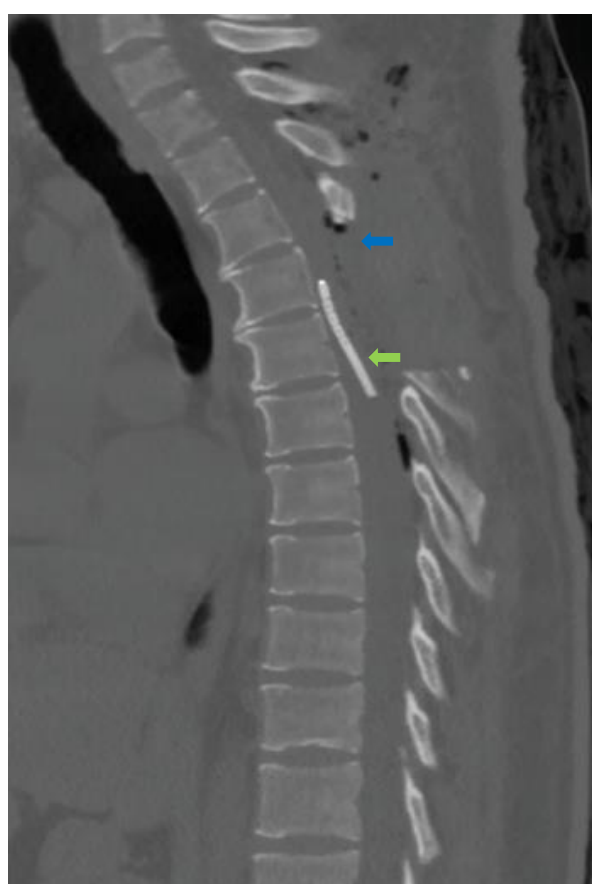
Tomografía de columna dorsal en ventana ósea y en vista sagital, que muestra el área de la laminectomía a nivel D4y D5 (flecha azul), así como el dren cistobaracnoideo a nivel intrarraquídeo. (flecha verde)
